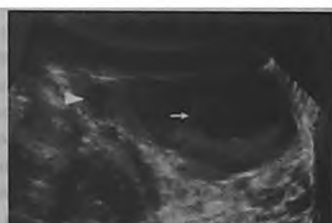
5-е сутки заболевания. Прицельное продольное УЗИ придатковой части левого семявыносящего протока. Утолщение и инфильтрация семявыносящего протока при остром деферентите
